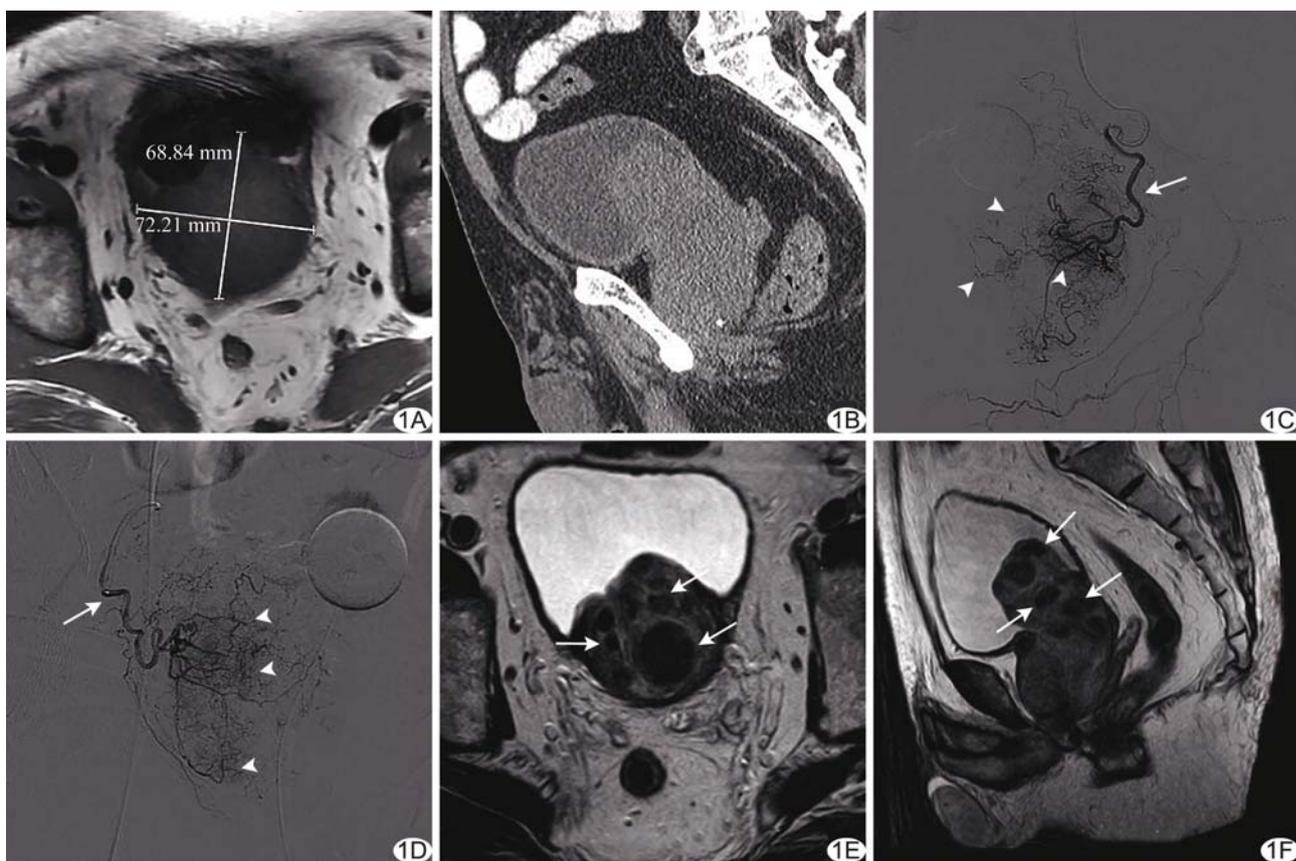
患者男, 79 岁, 进行性排尿困难 20 年, 规律服用坦索罗辛及非那雄胺 2 年 A. PAE 术前 IPSS 为 20 分, Qol 为 4 分, 轴位 MR T2WI 示前列腺移行区明显增大, 中央区受压呈“新月”形, PV 为 249.61 cm<sup>3</sup>; B. PAE 术前矢状位 CT 重建图像示前列腺明显增大, 突入膀胱内; C. PAE 术中 DSA 示左侧前列腺动脉 (箭) 由臀阴干发出, 可见前列腺左叶染色 (箭头); D. PAE 术中 DSA 示右侧前列腺动脉 (箭) 由阴部内动脉发出, 可见前列腺右叶染色 (箭头); E、F. PAE 术后 3 个月 IPSS 为 15 分, Qol 为 2 分, 复查轴位 (E) 及矢状位 (F) MR T2WI 示前列腺移行区内多发低信号腔 (箭), 考虑为 PAE 术后局部缺血、坏死所致, PV 为 231.95 cm<sup>3</sup>
